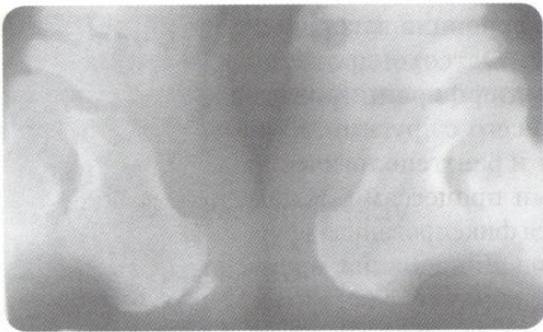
Болезнь Гаглунда—Шинца справа. Рентгенограмма
